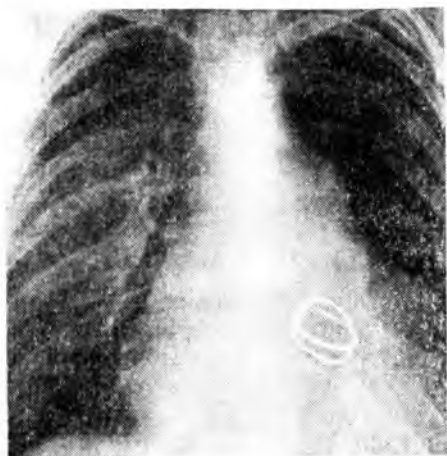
Рентгенограмма грудной клетки больного с протезом митрального клапана
